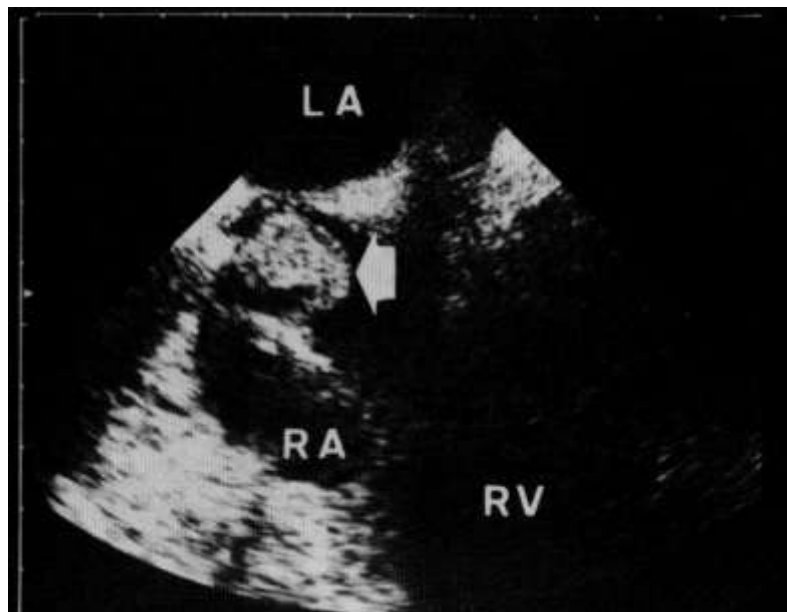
Échocardiographie transœsophagienne , coupe du sinus coronaire : visualisation d'une végétation (flèche) adhérent à la sonde de pacemaker (122).
